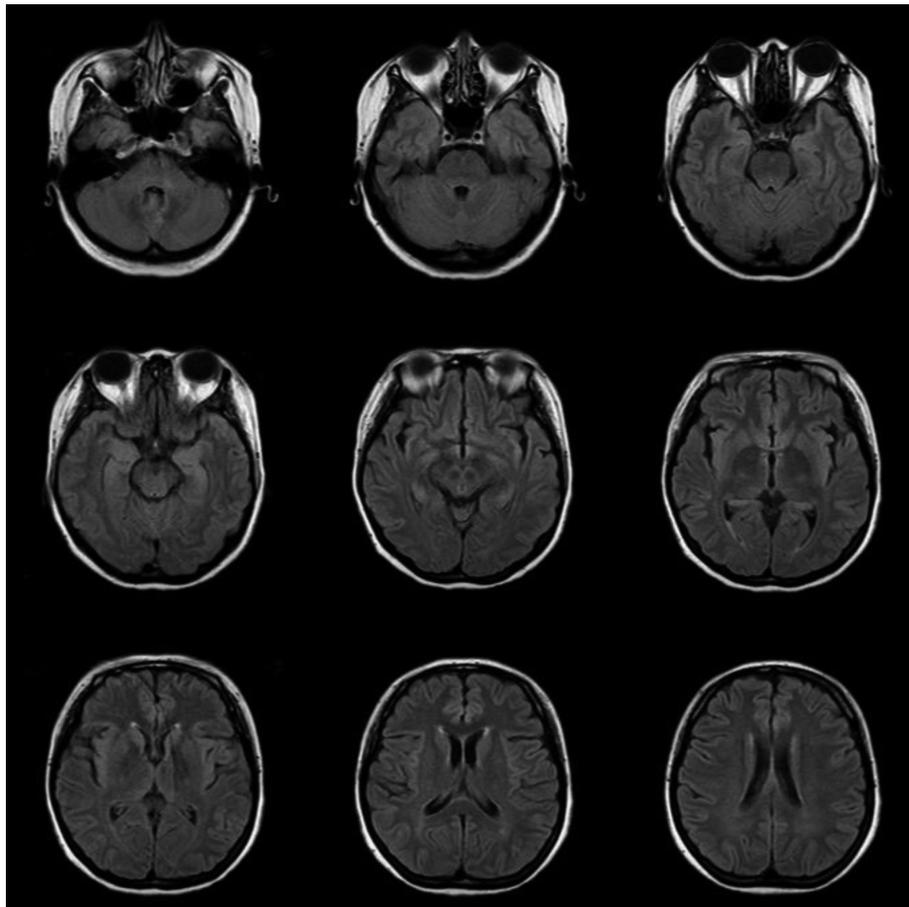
The initial brain MRI of the patient. The axial fluid attenuation inversion recovery imaging shows no abnormalities.
